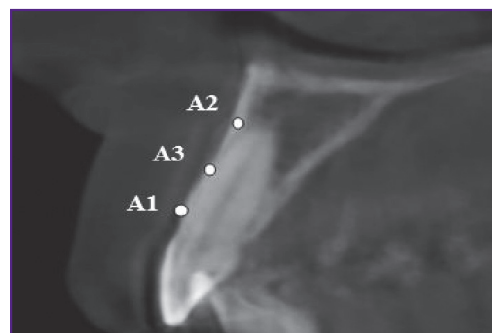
Измерение толщины вестибулярной стенки в области 1.1 зуба с помощью конусно-лучевой КТ, мм
